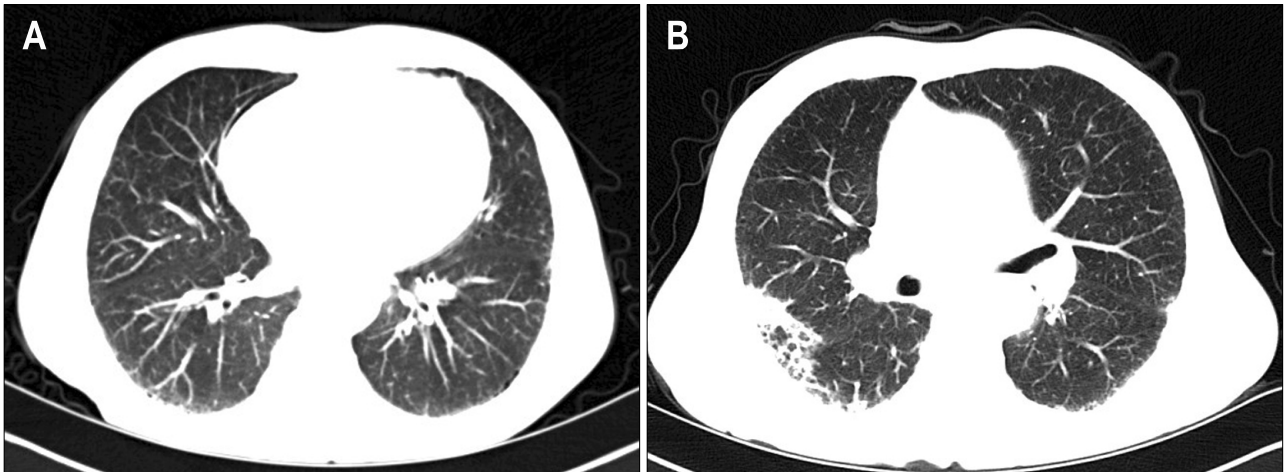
Chest CT scan of both lower lung. (A) On admission, CT scan showed no specific infiltration. (B) After 9th cycle of chemotherapy, reticulo-nodular pattern with ground-glass opacity and honeycomb change were observed.
